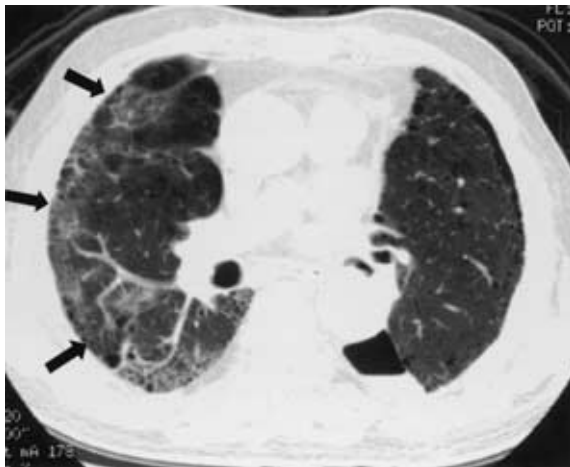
Chest CT scan taken on the 6th postoperative day showing ground glass opacity in the right lung field (arrows) implying the onset of unilateral acute exacerbation of IPF/UIP.
